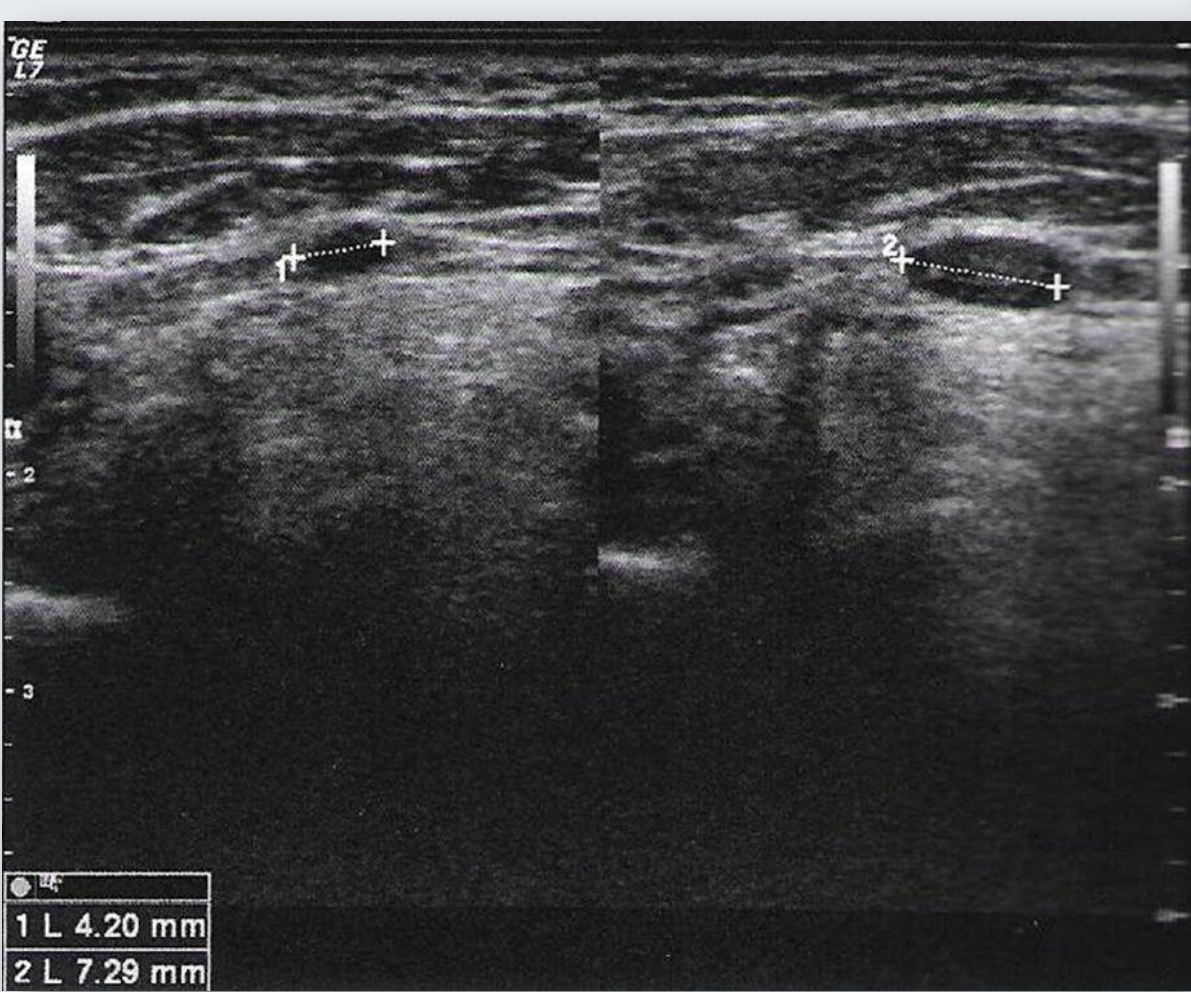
Ecografia da área da região cervical esquerda - presença de lesões nodulares de natureza inflamatória.
